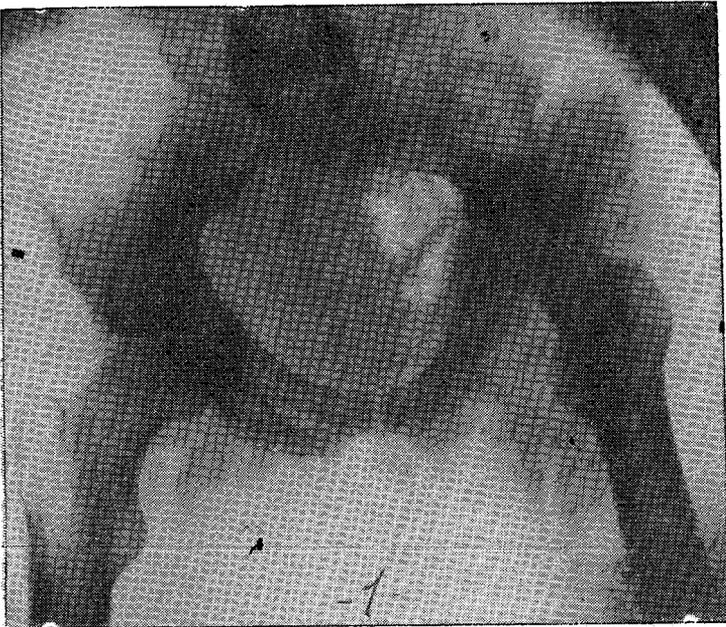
Radiografía tomada de frente. Se nota la anquilosis coxo-femoral izquierda en posición viciosa, antes de la intervención
